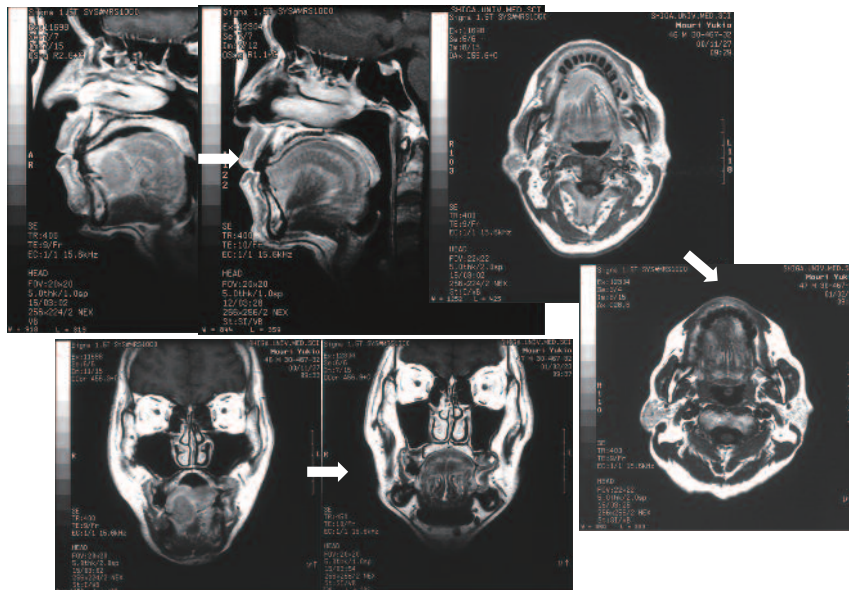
舌癌（40歳代・男性）の治療前と治療後のMRIによる比較 滋賀医科大学歯科口腔外科 山本学教授提供
